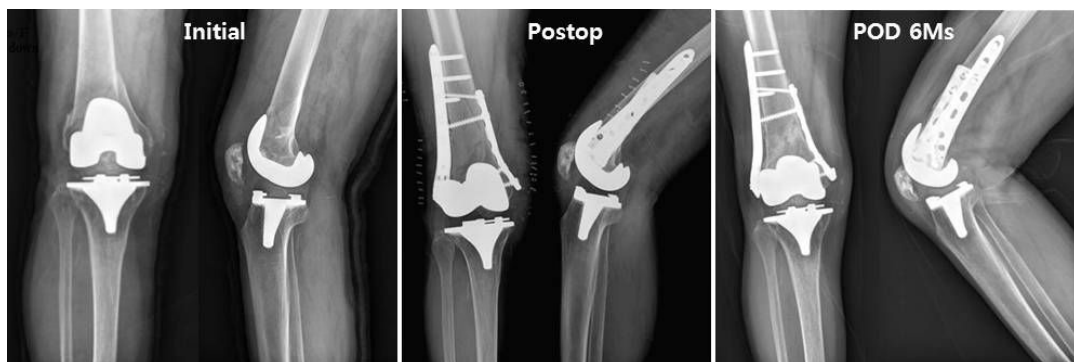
A 78-year-old woman had a periprosthetic femur fracture after total knee arthroplasty due to slip down. Postoperative 6 months radiograph shows healed fracture.
